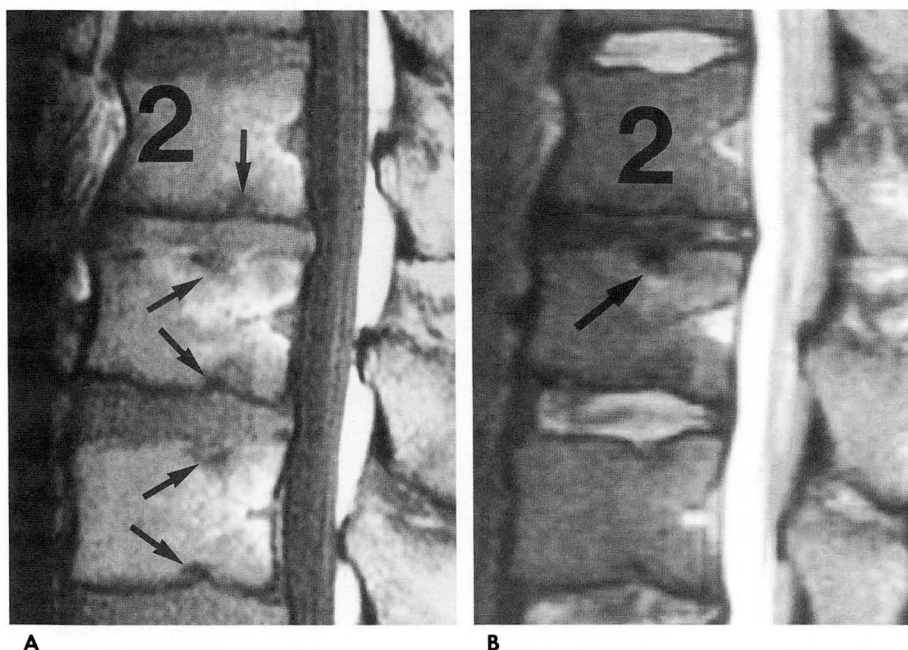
T1-weighted (A) and T2-weighted sagittal images (B) of the lumbar spine in 26-year-old male patient.
